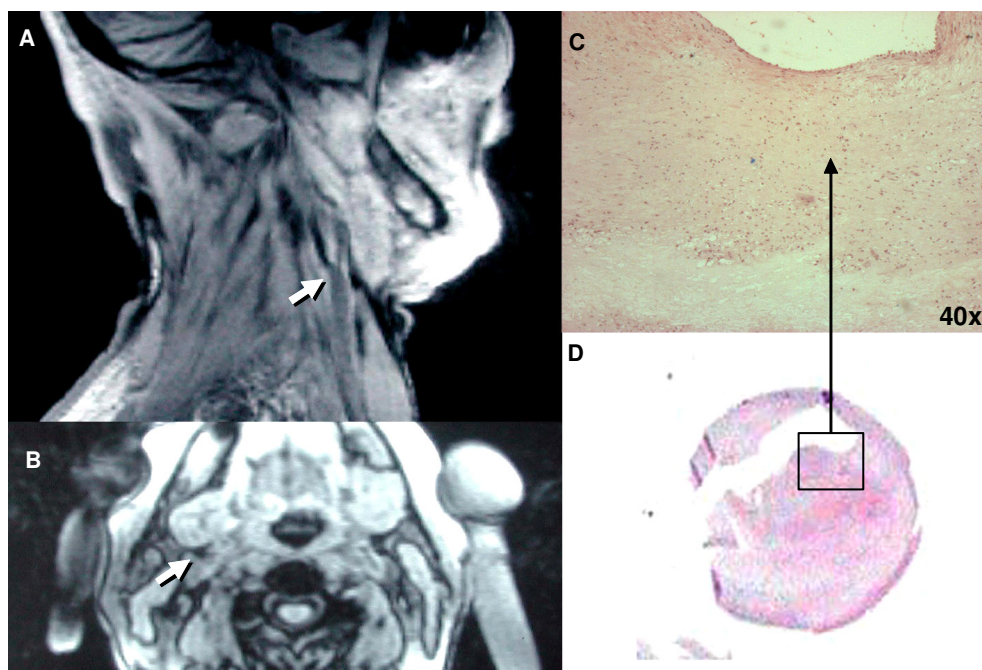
Ausência de sinal hiperintenso na ressonância nuclear magnética nos cortes sagital (A) e axial (B) Análise histológica demonstrando ausência de hemorragia em hematoxilina e eosina (C e D).
